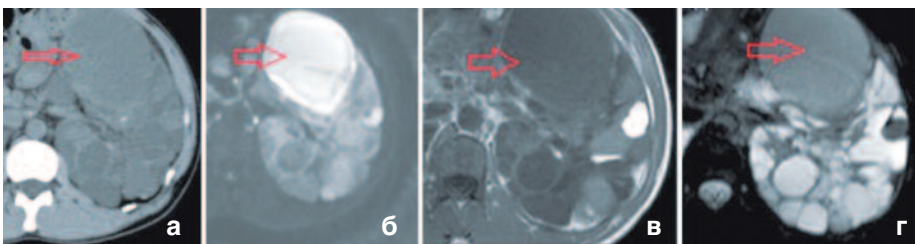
а - КТ без контрастирования: увеличение плотности кисты, утолщение стенок, б - МРТ – повышение интенсивности на ДВИ от этой кисты, в - T1 взвешенное изображение, г - T2 взвешенное изображение демонстрируют снижение МР-сигнала
